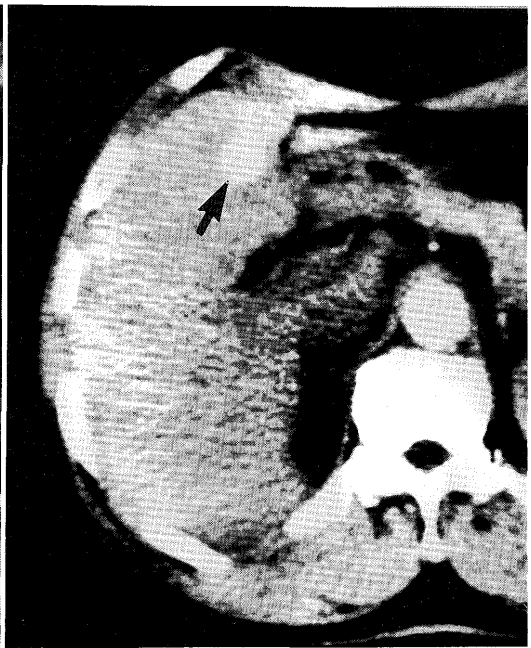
X-ray CT scan in a 58-year-old male. A small low density lesion was observed as shown by the arrow (left). After intravenous injection of the contrast media, the tumor was clearly enhanced (right).
